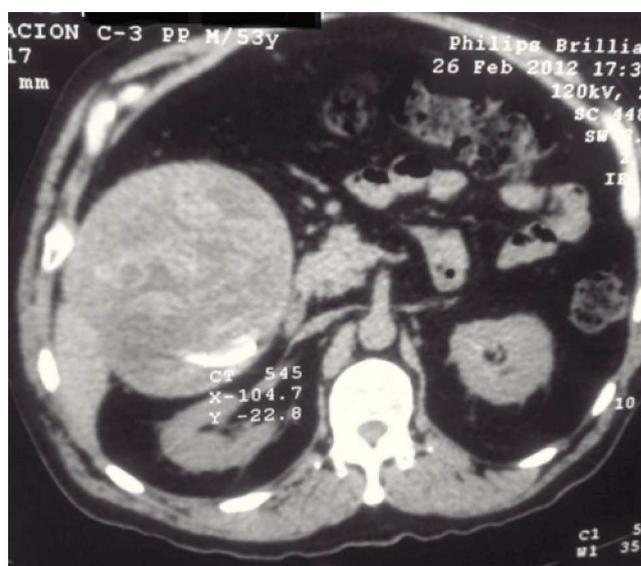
Tomografía de abdomen, corte transversal, que muestra cápsula hiperdensa con densidades heterogéneas en su interior.
